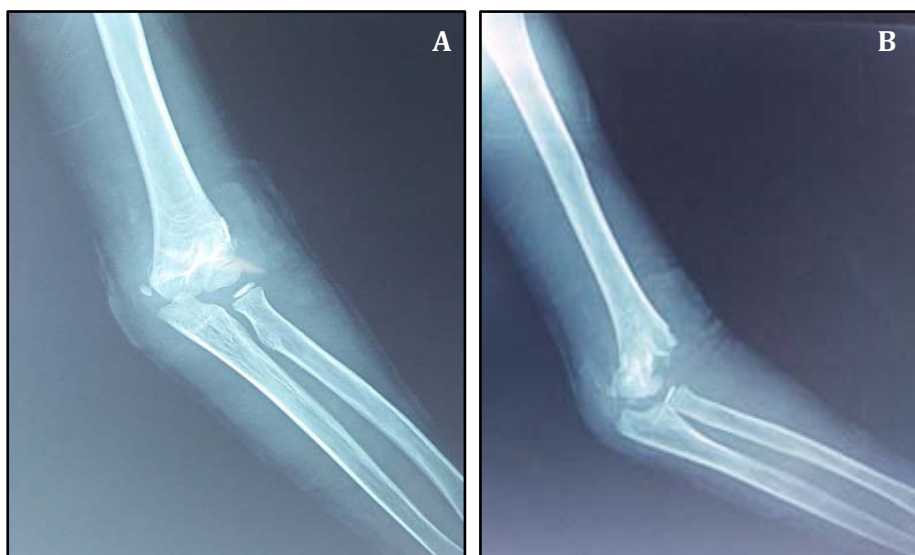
Radiographie de Face (A) et de Profil (B) objectivant une fracture supra-condylienne stade IV en extension du coude manipulée par Jebbar, chez un garçon de 10 ans.
